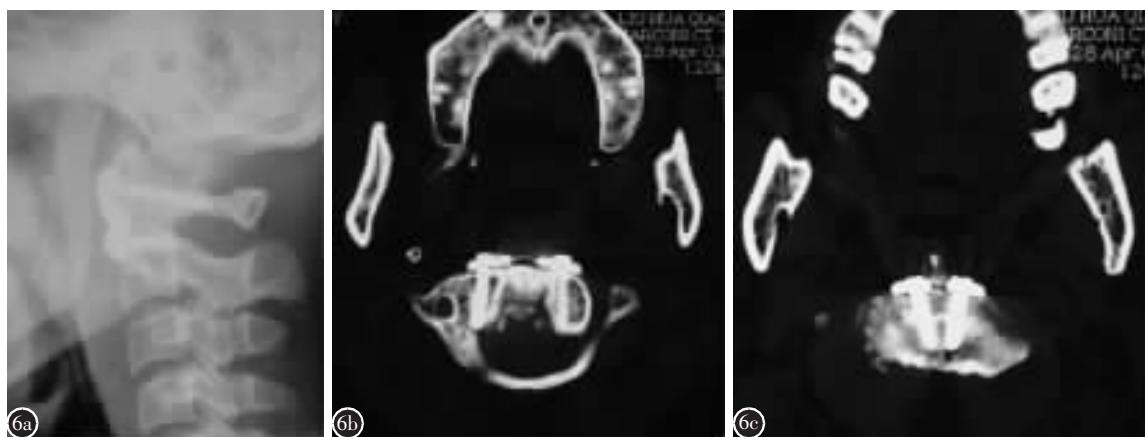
a 术后侧位 X 线片证实寰枢椎解剖复位, 钢板位置好 b,c CT 扫描示寰椎与枢椎螺钉位于理想位置
